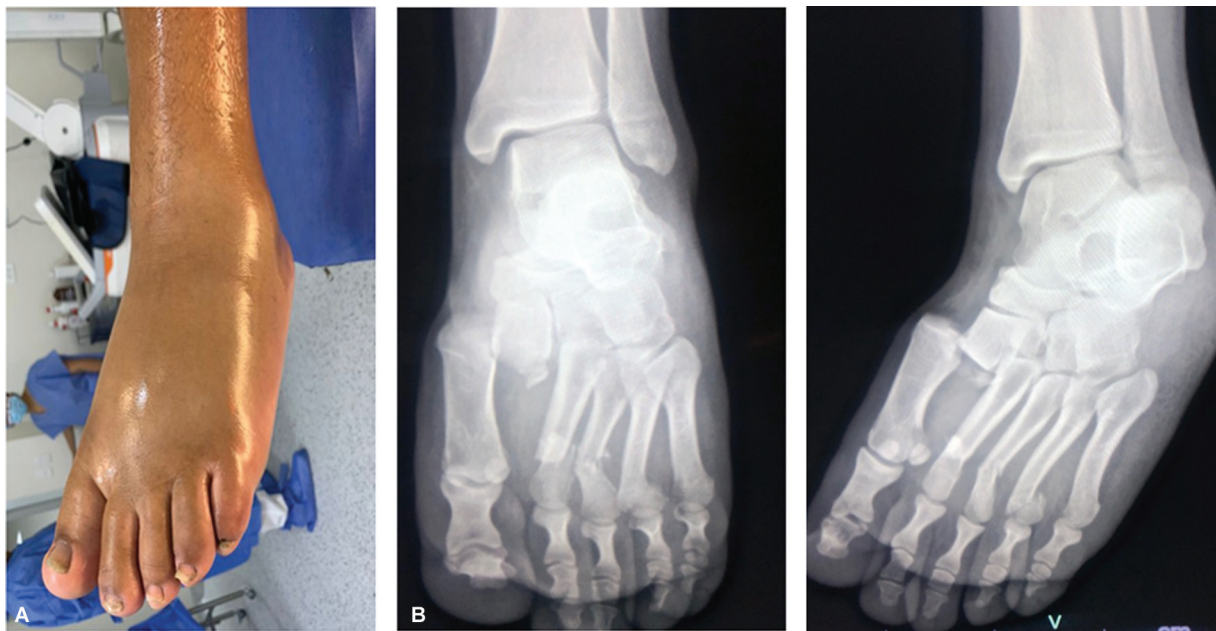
(A) Compromiso de partes blandas, piel brillante y tensa. (B) Radiografía anteroposterior y oblicua del pie izquierdo al ingreso al hospital.
